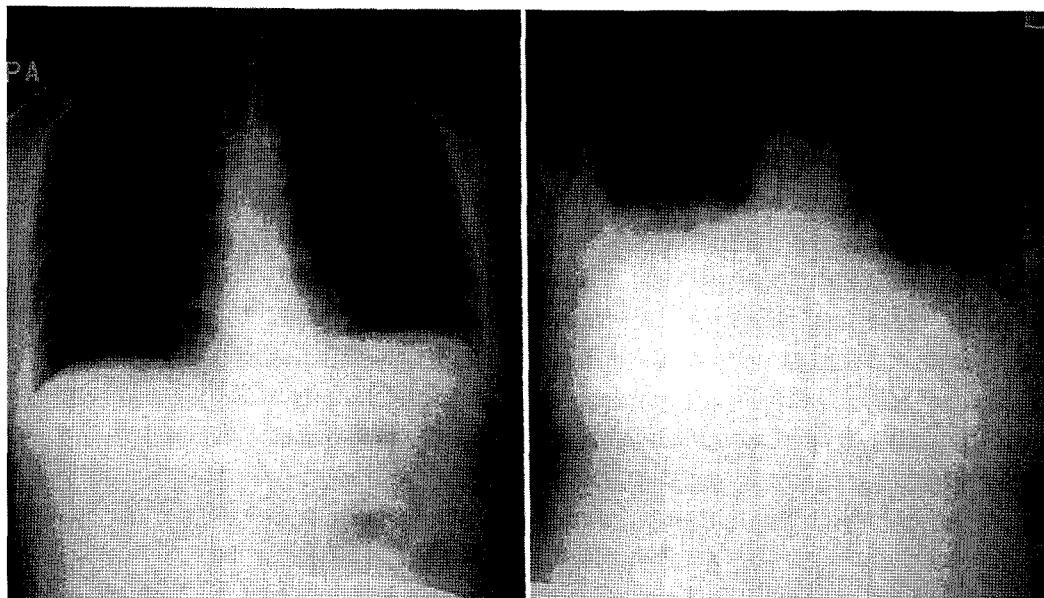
The chest x-ray shows on admission, left, and bilateral pleural effusion, right.
